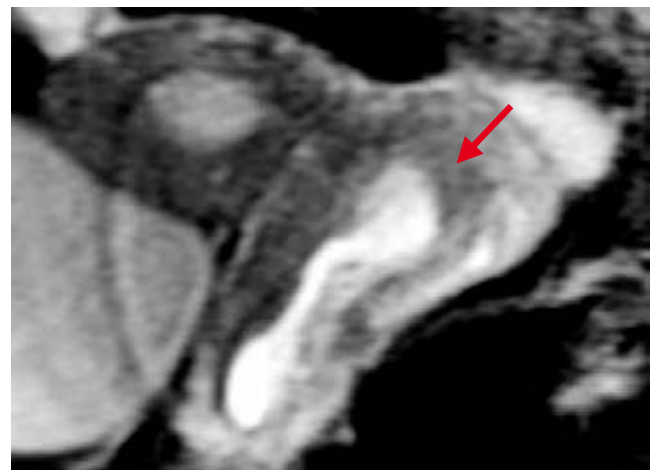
RM de hueco pélvico. Corte sagital. Secuencia T1 donde se aprecia la hemivagina izquierda en sentido longitudinal con contenido hemático (flecha roja).
